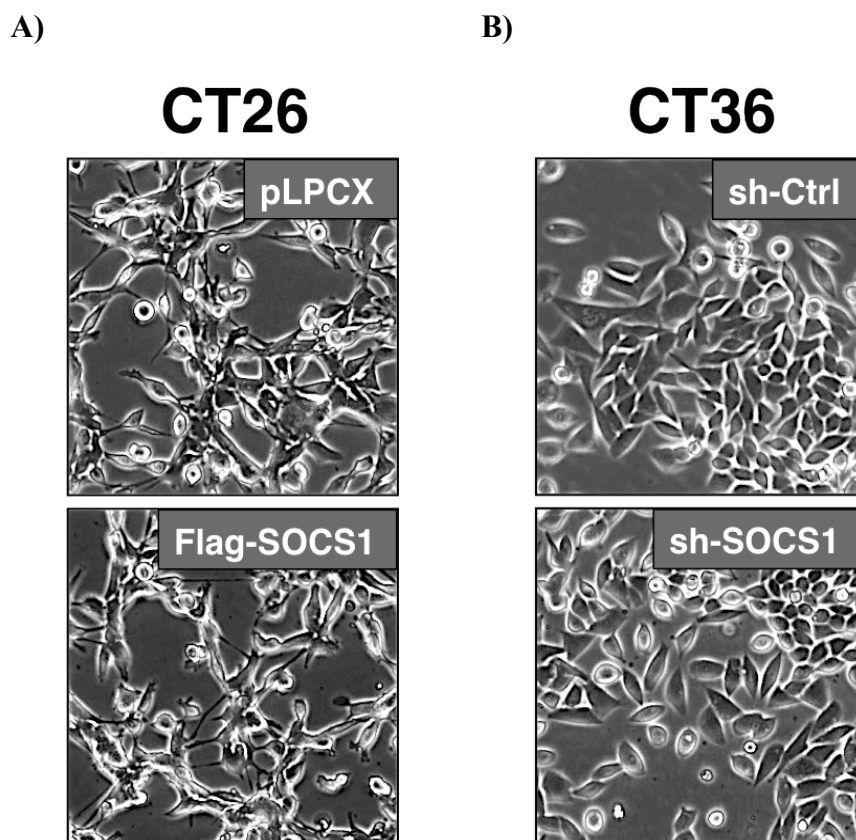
La modulation de l'expression de SOCS1 n'affecte pas la morphologie cellulaire du modèle CT26/CT36
